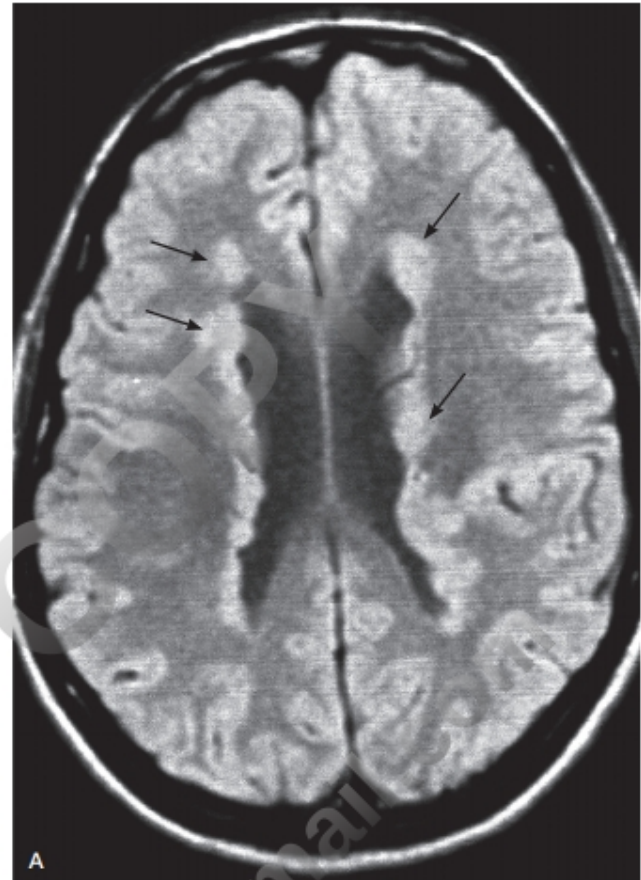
RM en la epilepsia focal. A. Heterotopias nodulares subependimarias. B. Heterotopia en banda subcortical («doble córtex»).
